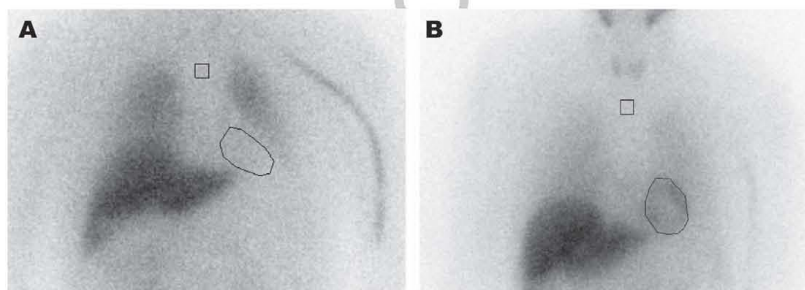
Anterior planar imaging of the myocardial MIBG-SPECT acquired 15 minutes after intravenous injection of ^{123}I -MIBG in our patient (A) and in a healthy subject (B). The regions of interest are depicted (heart: circle; mediastinum: square). Almost no radioactivity is detectable in the myocardium of our patient with GD-associated parkinsonism (myocardial/mediastinal uptake ratio of 1.15) as compared to a normal scintigraphy (myocardial/mediastinal ratio of 2).
